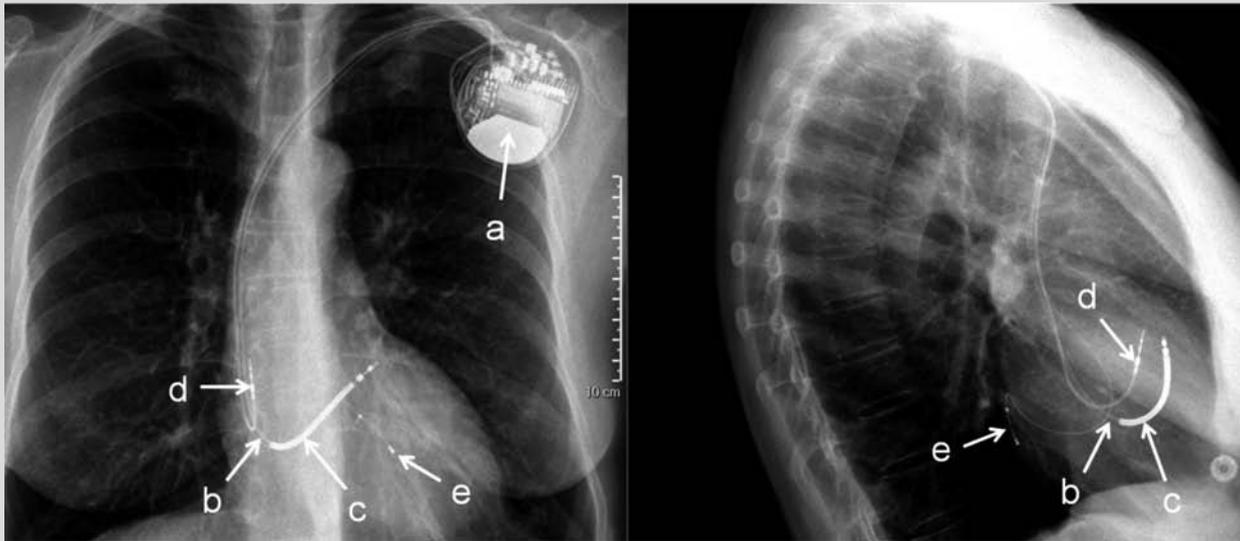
Radiographie de thorax de face et profil après primo-implantation d'un CRT-D
